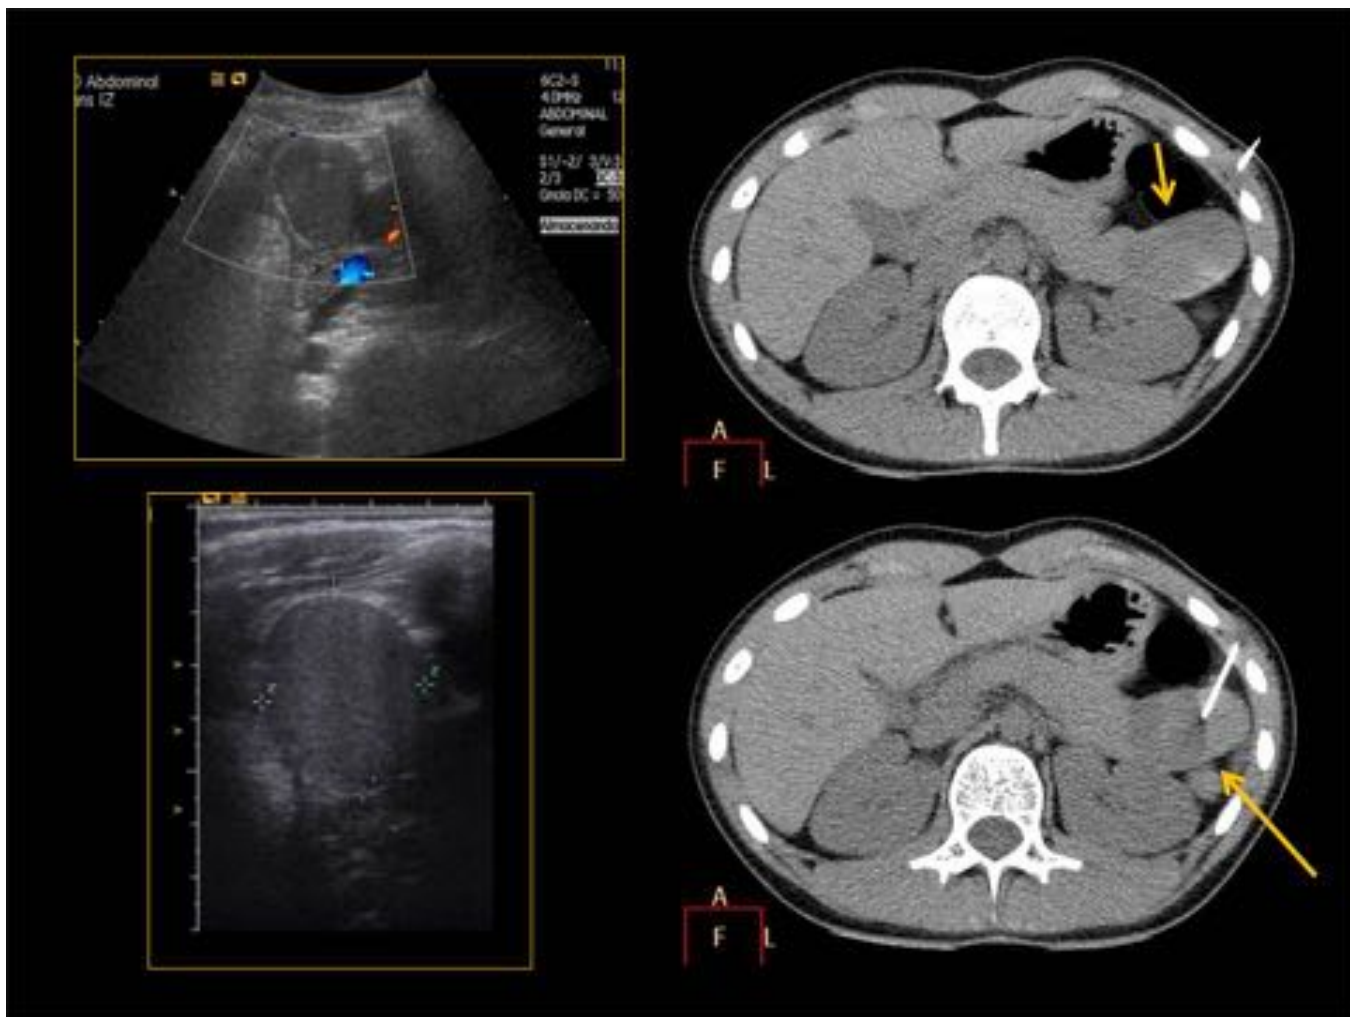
En ecografía se observó, una lesión encapsulada de bordes bien delimitados y contenido hiperecogénico heterogéneo de unos 4x3cm.sin señal Doppler en su interior. En el TC se confirmaron los hallazgos y se relacionó la lesión con el cuerpo/cola del páncreas (flechas amarillas). Tras realizar biopsia guiada por TC se confirmó el diagnóstico de teratoma quístico maduro o quiste dermoide de páncreas.
